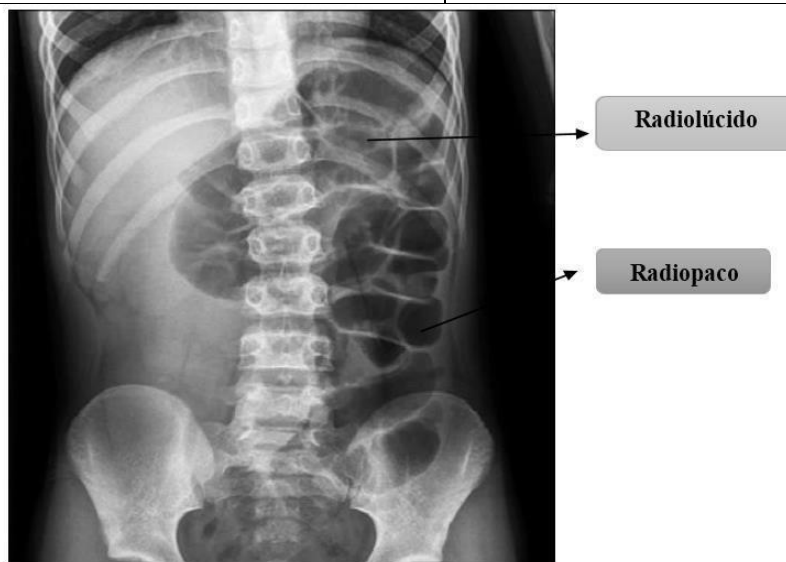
Radiografía de AP de abdomen
